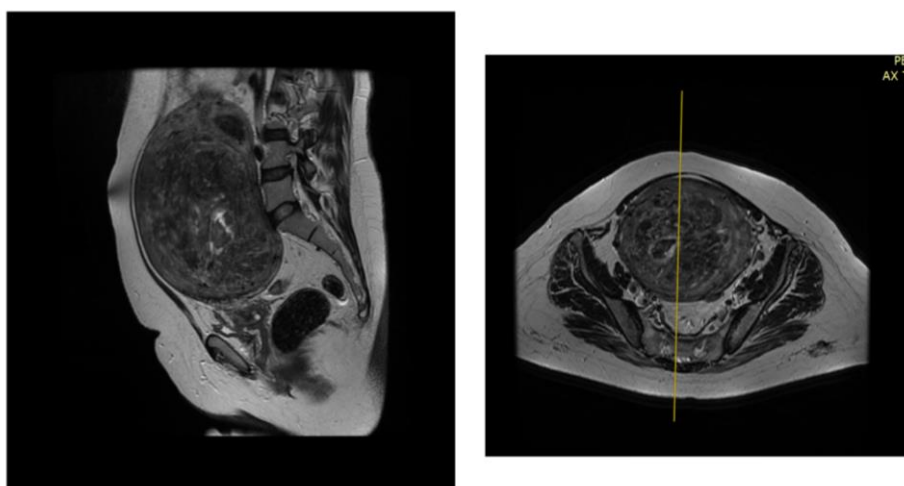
Pelvic MRI with contrast of the patient; coronal and sagittal views showing the uterus with the biggest myoma - 14,4 x 10,9 x 14,1 cm
